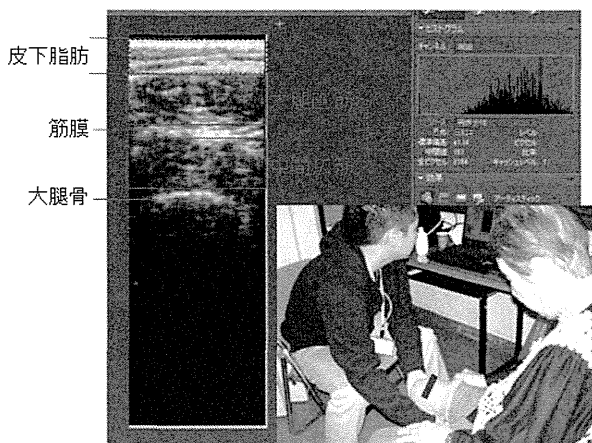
標準的な大腿前面の超音波画像の例と大腿EIの測定画面
